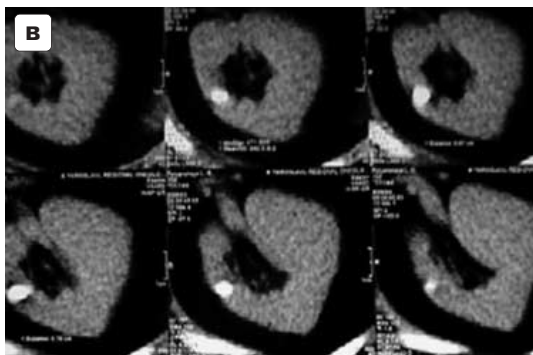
Обзорный снимок мочевой системы, экскреторная урограмма и фрагменты СКТ и СКТУ (больной направлен на ДЛТ камня верхней чашечки слева): а – камень в проекции верхней чашечки, б, в – камень верхнего сегмента левой почки располагается медиальнее свода верхней чашечки, г – камень локализуется не в чашечке, а в полости ее дивертикула (ДЛТ признана не показанной).
